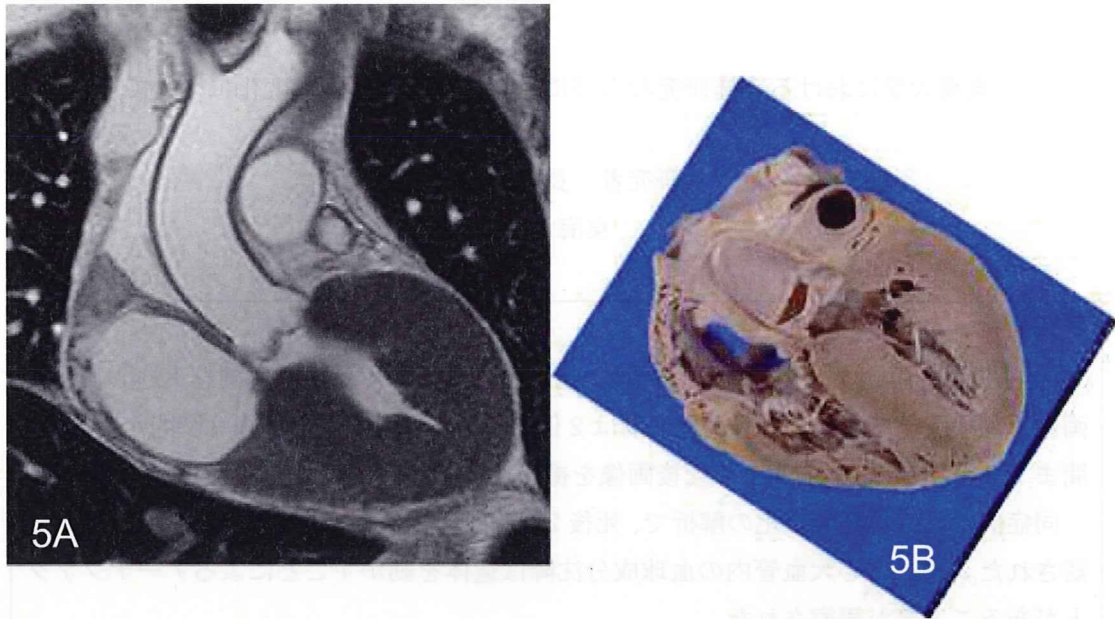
心臓 MRI 死後画像と解剖所見の対比、肥大型心筋症例
